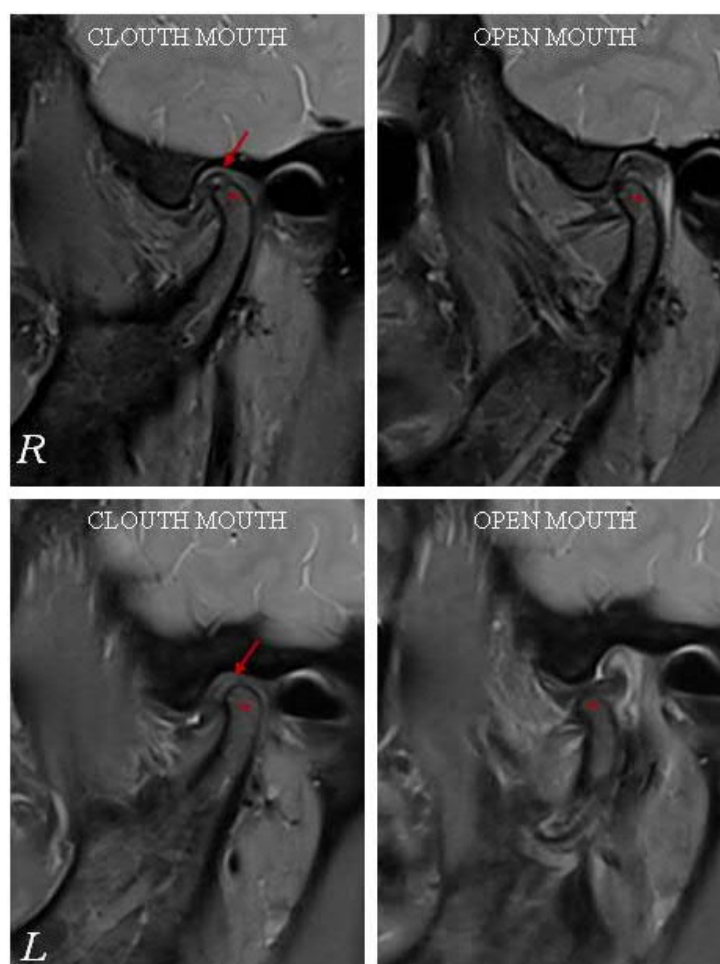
МРТ СНЩС пацієнта Ш. 49 р., іст. хв. № 206.
